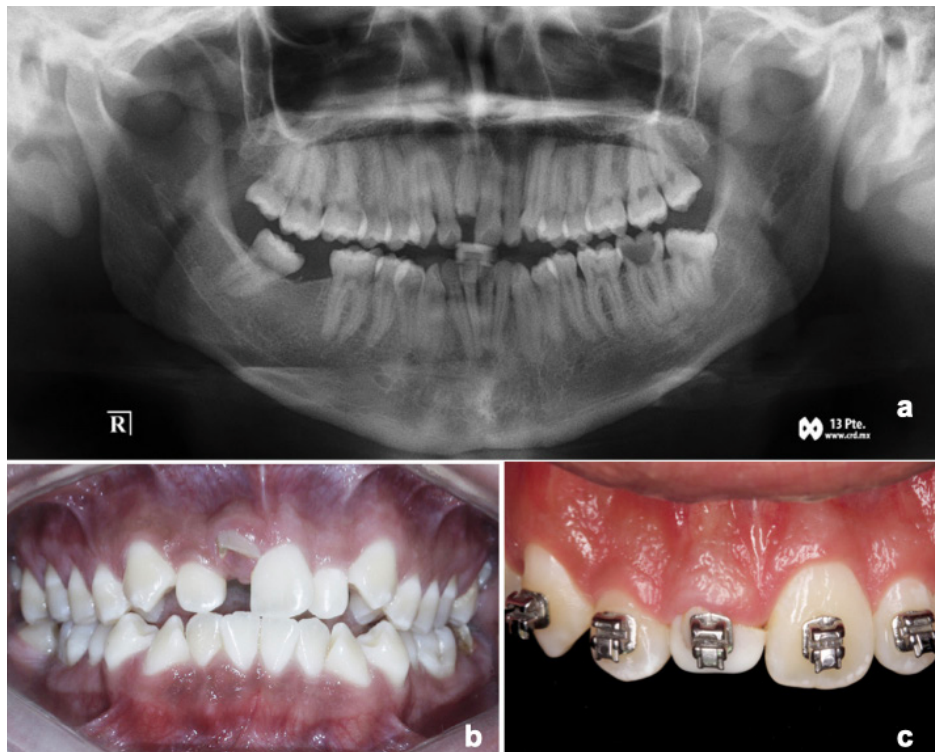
Presentación del caso con finalización de tratamiento de ortodoncia. A. Radiografía inicial. B. Fotografía clínica inicial. C. Finalización del tratamiento de ortodoncia y colocación correcta del diente 11 en el arco dental.
